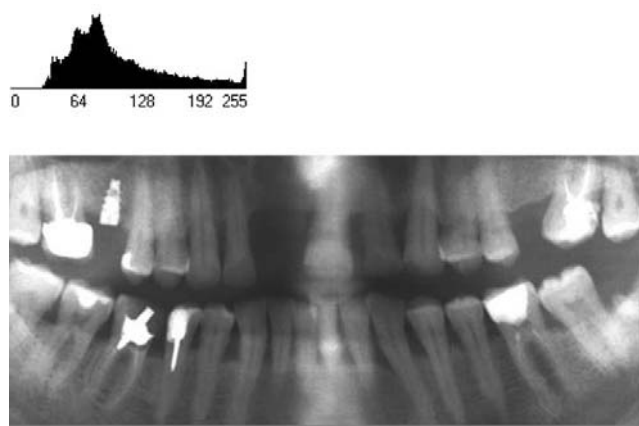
Гістограма та ортопантомограма верхньої та нижньої зубних дуг із різною інтенсивністю зображення.
